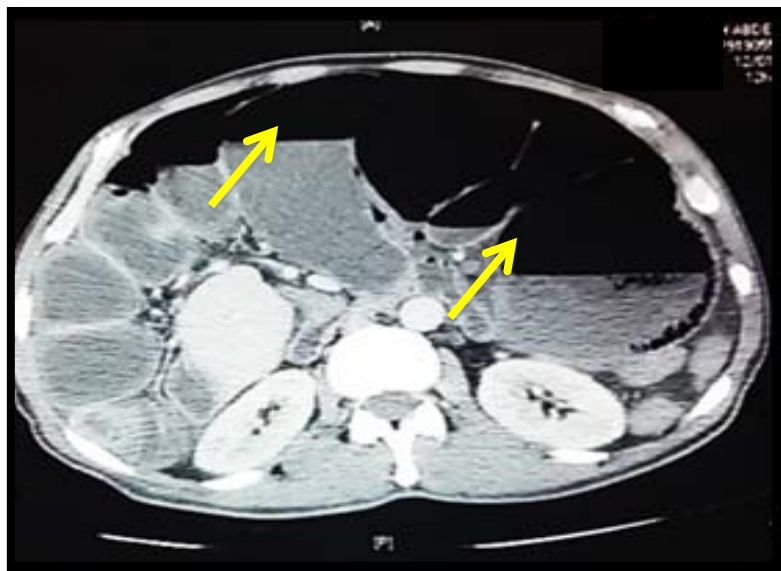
TDM ABDOMINAL MONTRANT UNE DISTENSION GRELIQUE AVEC NHA
